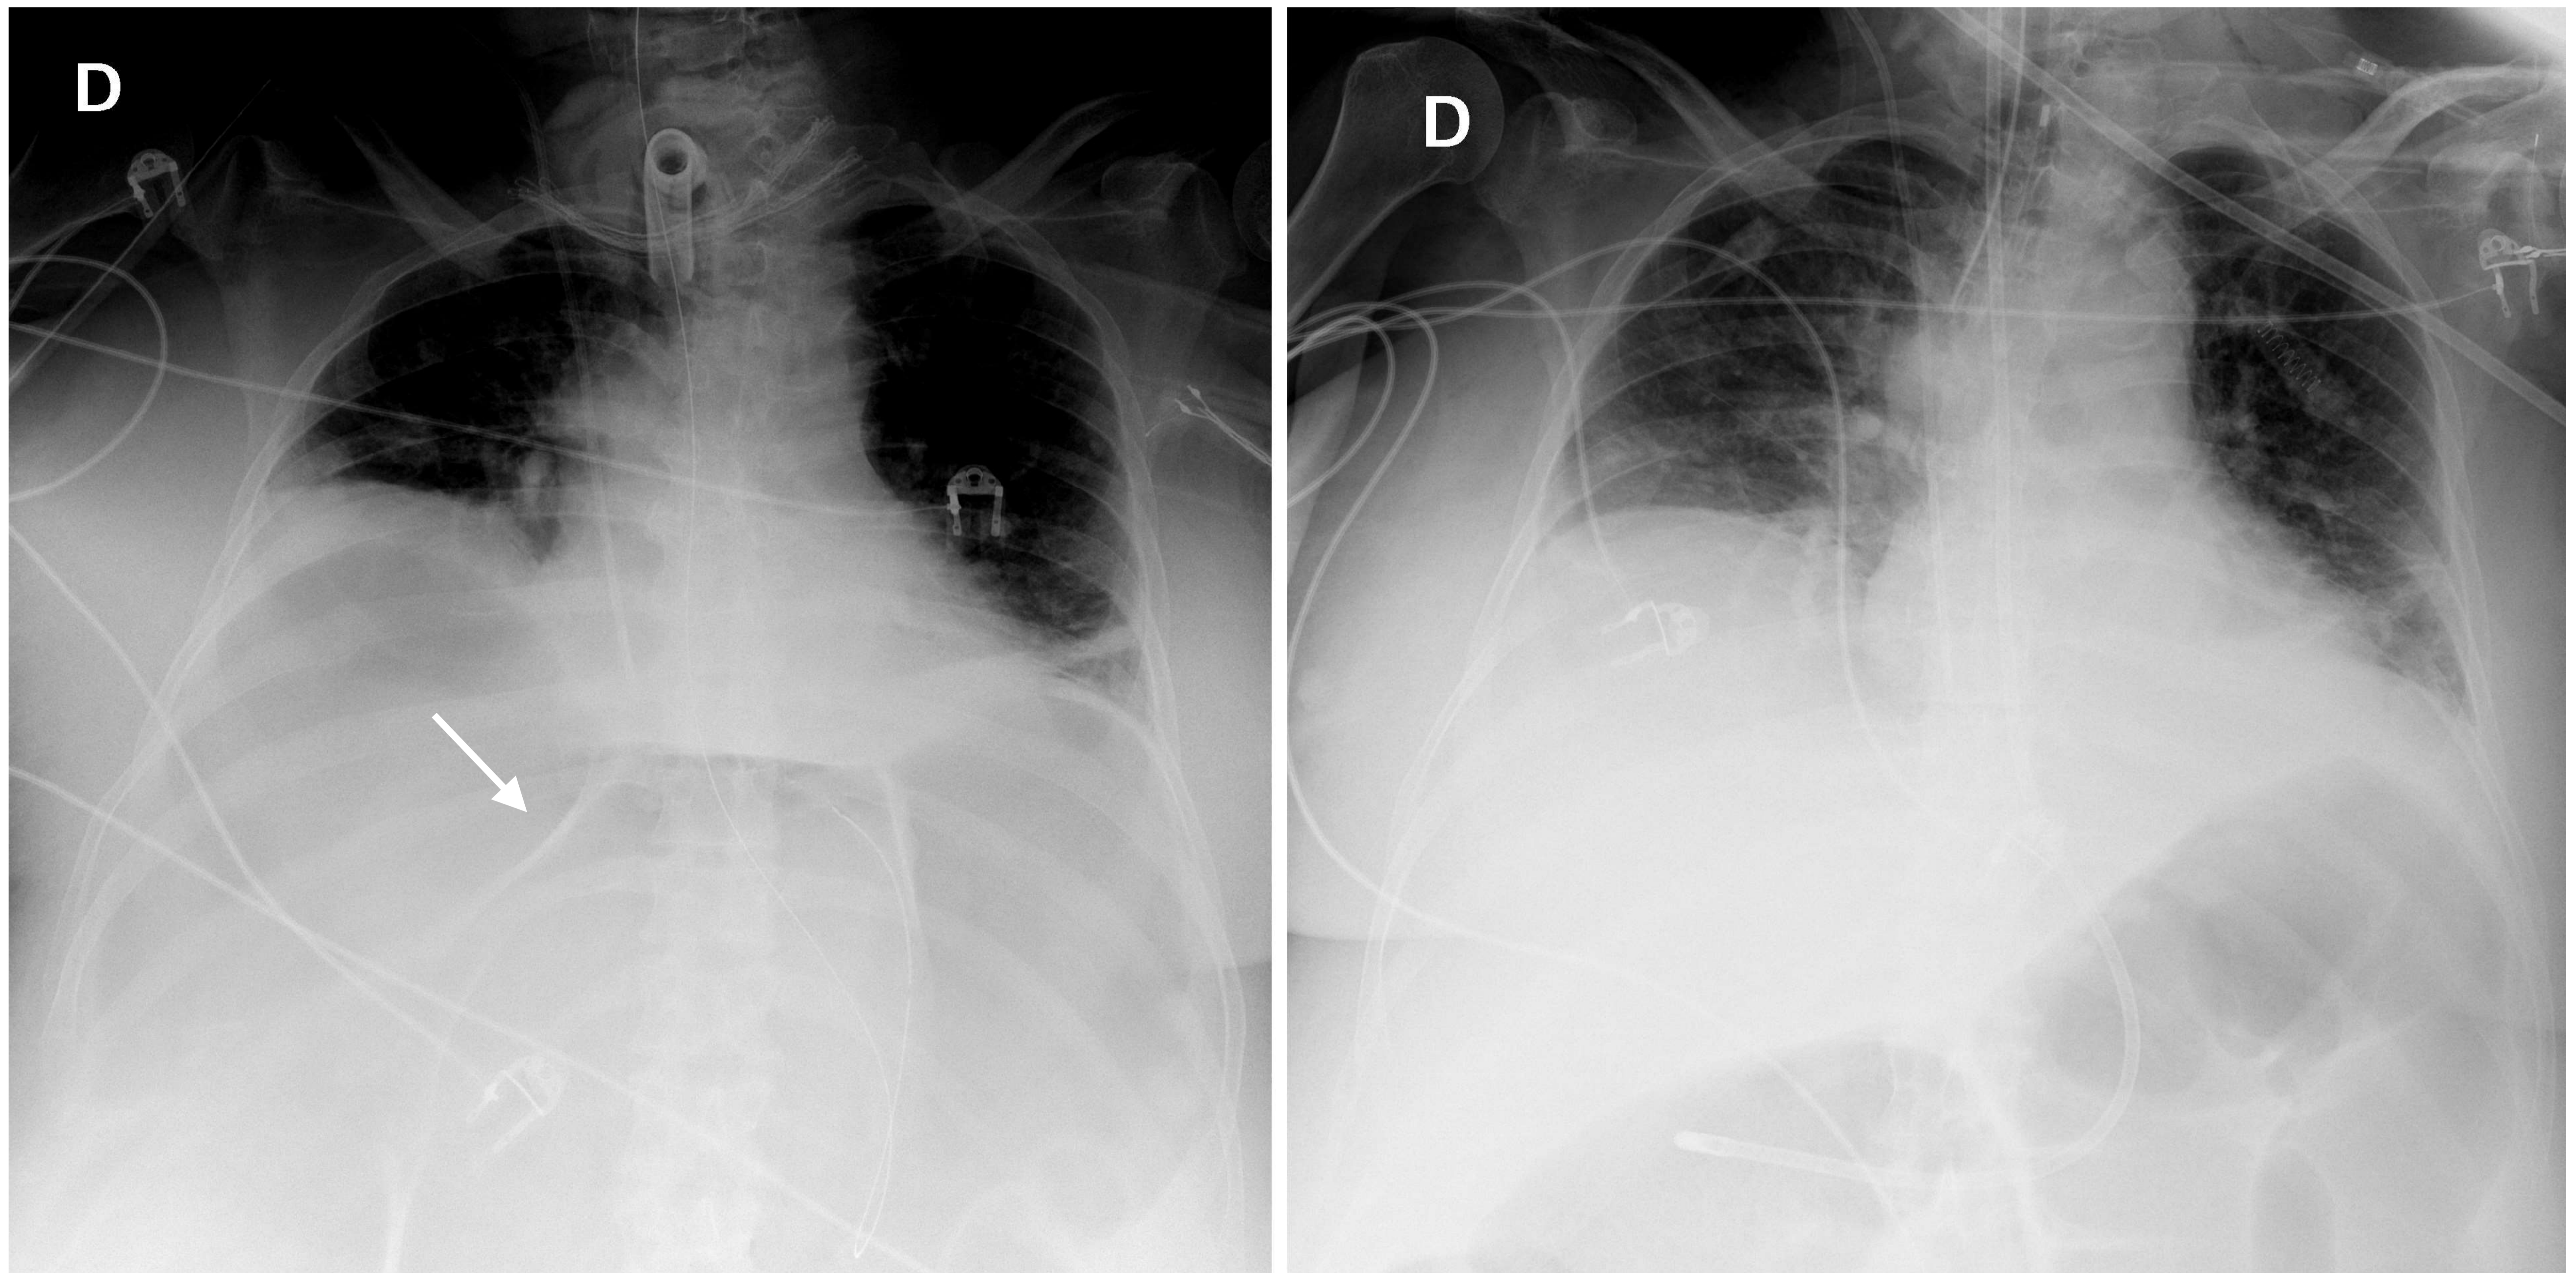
Neumoperitoneo. Radiografías de tórax portátil (decúbito supino, proyección AP) en paciente ingresada en UCI. En la imagen situada a la izquierda podemos observar los signos “radiolucencia de la silueta hepática” (asterisco) y “visualización del ligamento falciforme” (flecha). En la radiografía situada a la derecha, realizada dos días antes, podemos observar una densidad radiológica normal de la silueta hepática.
